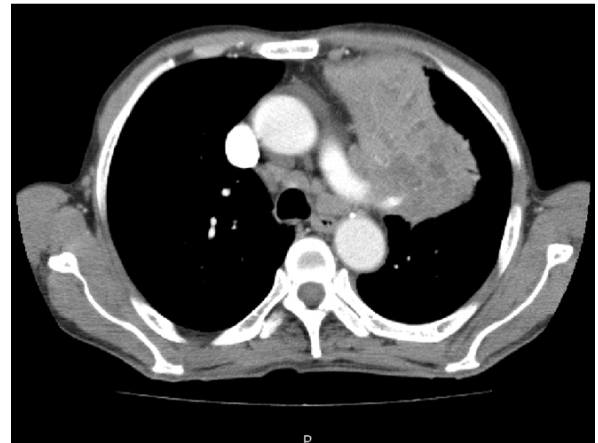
The chest CT shows that a large mass with multiple nonenhancing areas in the left upper lobe is in contact with left pulmonary artery.
